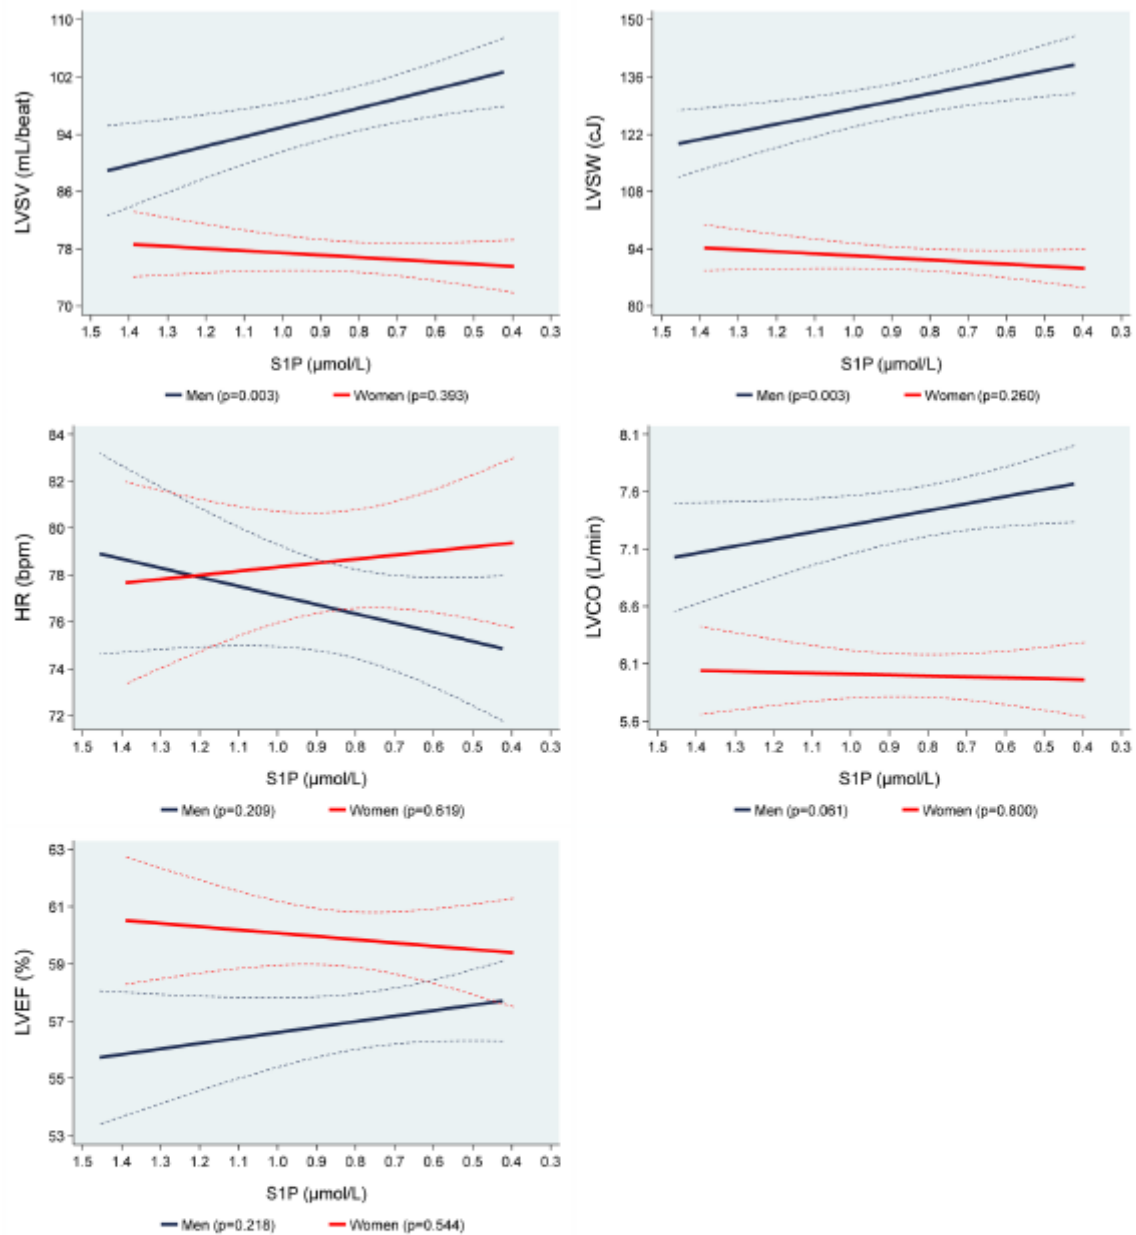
Adjusted* line (95% CI) showing the associations between sphingosine-1-phosphate (S1P) with mean magnetic resonance imaging determined left ventricular stroke volume (LVSV), left ventricular stroke work (LVSW), heart rate (HR), left ventricular cardiac output (LVCO) and left ventricular ejection fraction (LVEF) stratified by sex
